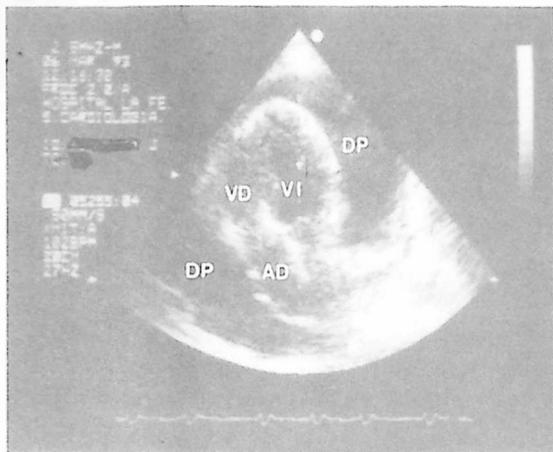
Ecocardiograma bidimensional de un paciente portador de trasplante cardíaco ortotópico en el que se aprecia, en un plano apical de 4 cámaras, la presencia de derrame pericárdico masivo. El origen del derrame pericárdico en un paciente trasplantado puede ser multifactorial. Ante un incremento súbito de la cantidad de líquido pericárdico debe descartarse rechazo mediante biopsia endomiocárdica. Abreviaturas: VI= ventrículo izquierdo; VD= ventrículo derecho; AD= aurícula derecha; DP= derrame pericárdico.
